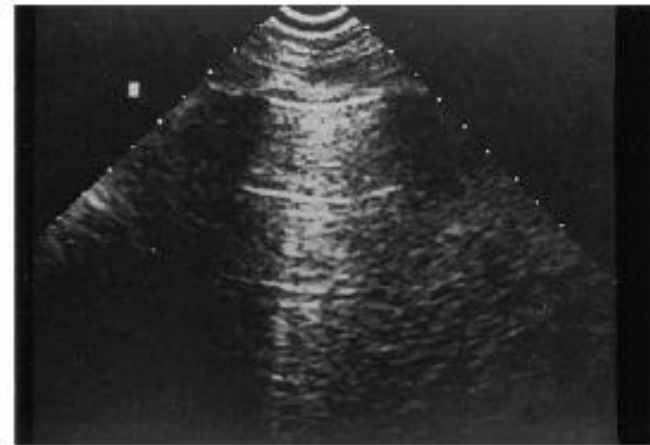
Normal lung. (*Left panel*) CT. No dense structure is visible against the surface. (*Right panel*) Ultrasound equivalent. Two or three regular horizontal reverberations of the lung-wall interface are visible.
